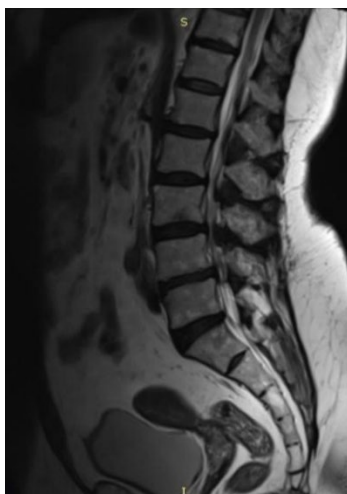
Spinal canal stenosis. MRI, T2-weighted sequence, sagittal view
